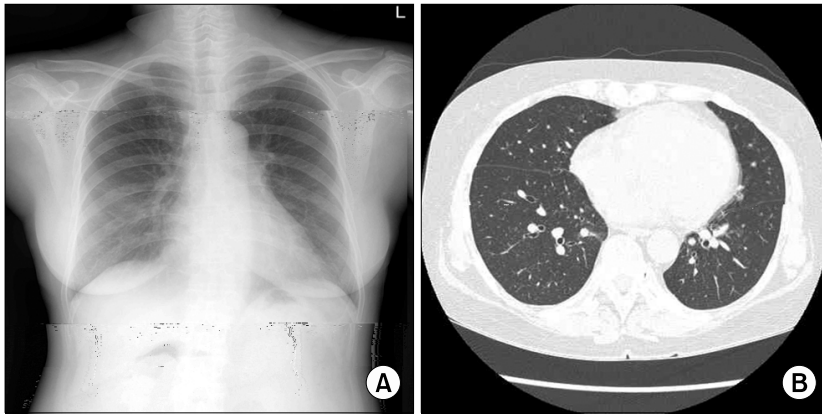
(A) Chest radiograph shows resolution of poorly defined nodular lesions in both middle lungs after 6 months of treatment. (B) High-resolution chest computed tomography reveals improvement of a focal ground-glass opacity and poorly defined nodular lesions in the left lower lobe.
